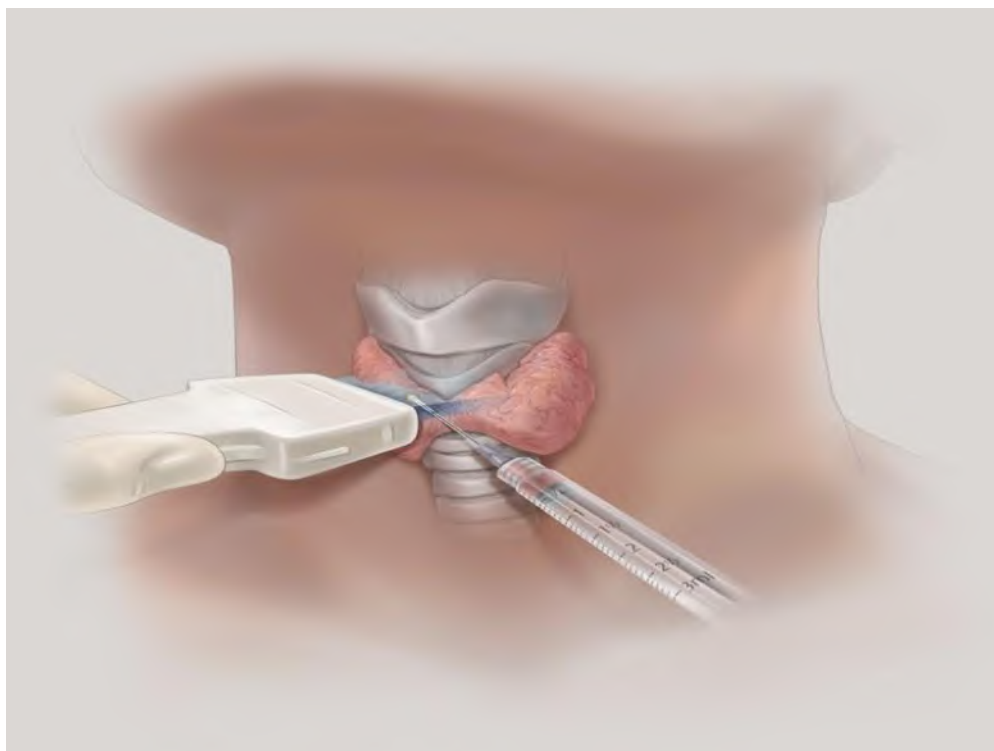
Пункция щитовидной железы под контролем УЗИ
